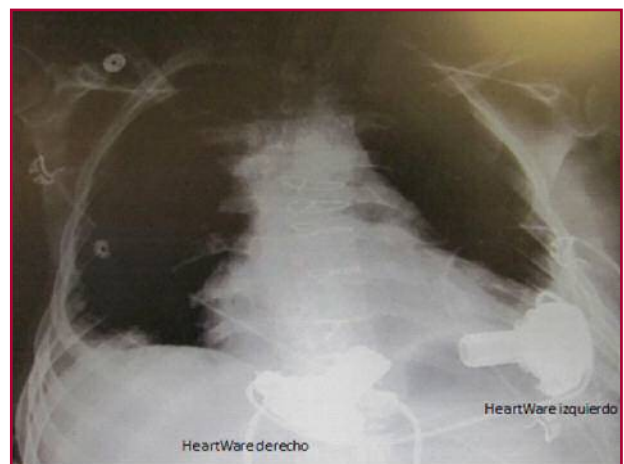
Radiografía de tórax en la que se observan ambos dispositivos HeartWare implantados.
